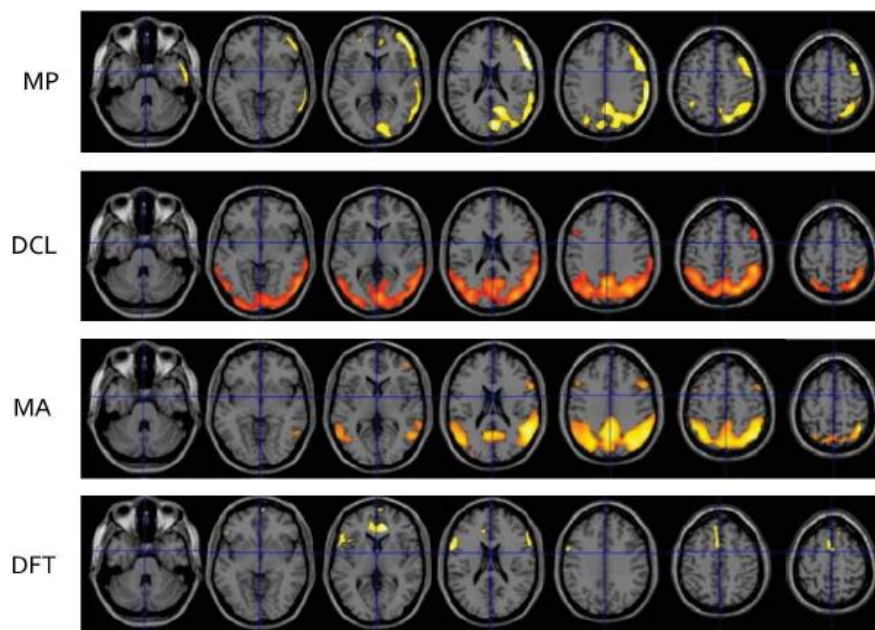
Évolution de l'argument scintigraphique au niveau de la ROI en fonction de l'étiologie étudiée. MP : Maladie de Parkinson, DCL : Démence à Corps de Lewy, MA : Maladie d'Alzheimer, DFT : Dégénérescence Fronto-Temporale Source : Kucharczak, F. (2019).
